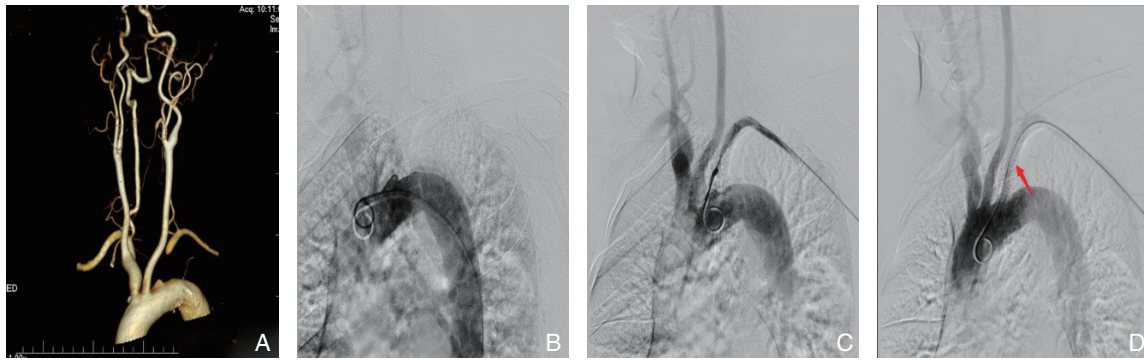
丘陵型左锁骨下动脉闭塞 A: 主动脉 CTA 提示锁骨下动脉闭塞; B: 主动脉造影可见锁骨下动脉残端; C: 股动脉入路不能开通, 选择肱动脉入路顺利开通; D: 导丝顺利通过, 行支架植入, 造影未见残余狭窄
